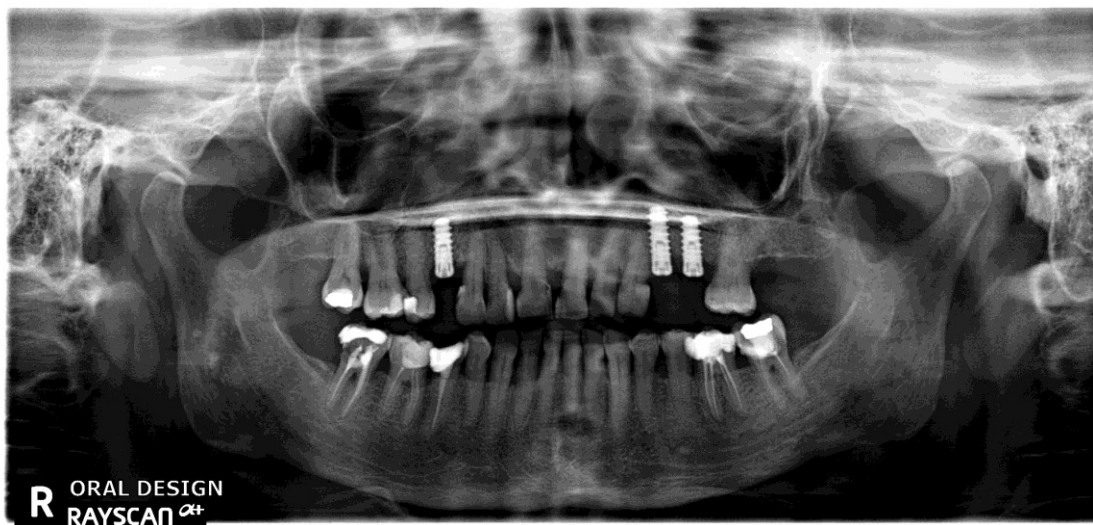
Ortopantomografia após colocação dos implantes
